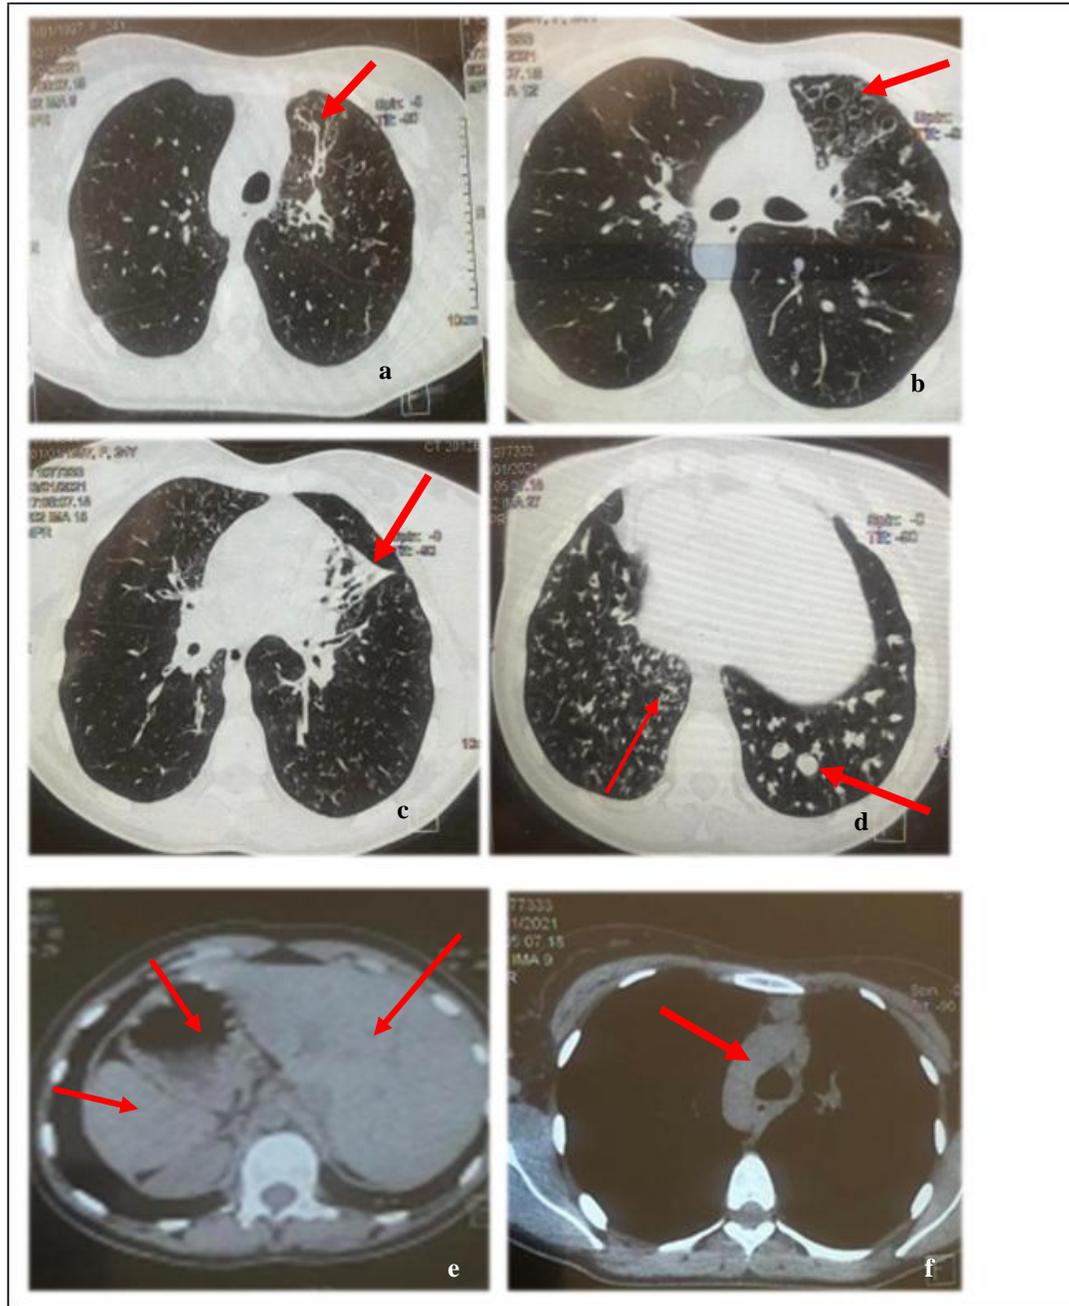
TDM thoracique à haute resolution.
